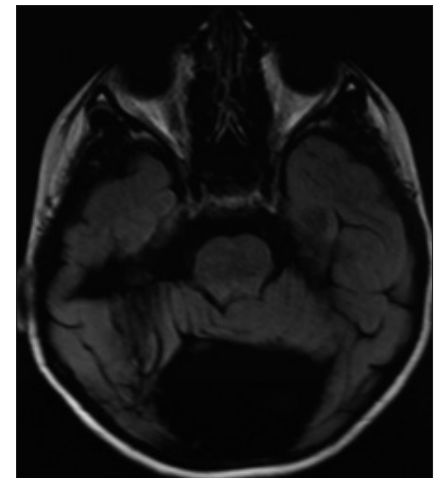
IRM de Cráneo en la que se observa una imagen hipointensa que es el quiste aracnoideo, alojado en la Cisterna Paravermiana.
